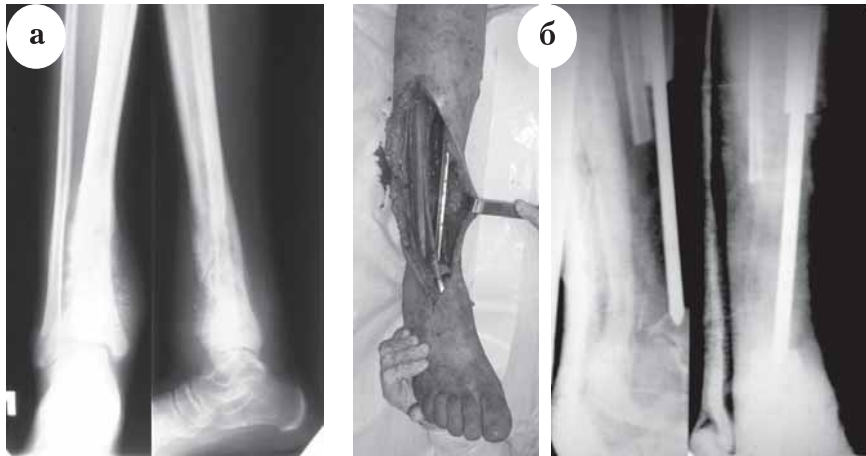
Остеогенная саркома дистального 1/3 правой большеберцовой кости у пациента Б., 14 лет: а – рентгенограммы при госпитализации; б – временное замещение пострезекционного дефекта, постановка спейсера
